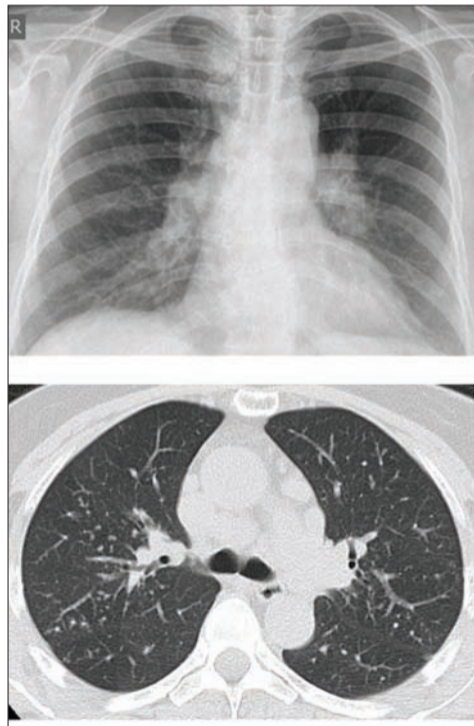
Саркоидоз органов дыхания I стадии (РГ и МСКТ)
